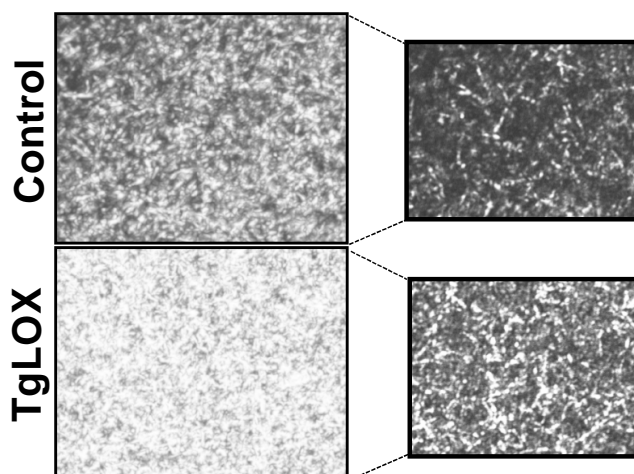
La sobre-expressió de la LOX potencia la maduració del col·lagen a la capa mèdia de l'aorta del ratolí TgLOX. A) Es va determinar el contingut de col·lagen vascular mitjançant l'anàlisi del contingut d'hidroxiprolina en l'aorta dels ratolins control (CT) i dels ratolins transgènics (TgLOX) (n=6). B) Anàlisi del grau d'entrecreuament de les fibres de col·lagen mitjançant la tinció amb vermell siri analitzada amb llum polaritzada en la capa mèdia de l'aorta dels ratolins TgLOX i els seus companys de camada control (CT) (n=7). Tinció representativa (panell esquerre) i quantificació de les àrees tenyides (panell dret). Els resultats s'expressen com a mitjana  $\pm$  SEM (CT: n=7, TgLOX, n=6; \*p<0,001 vs. CT).
